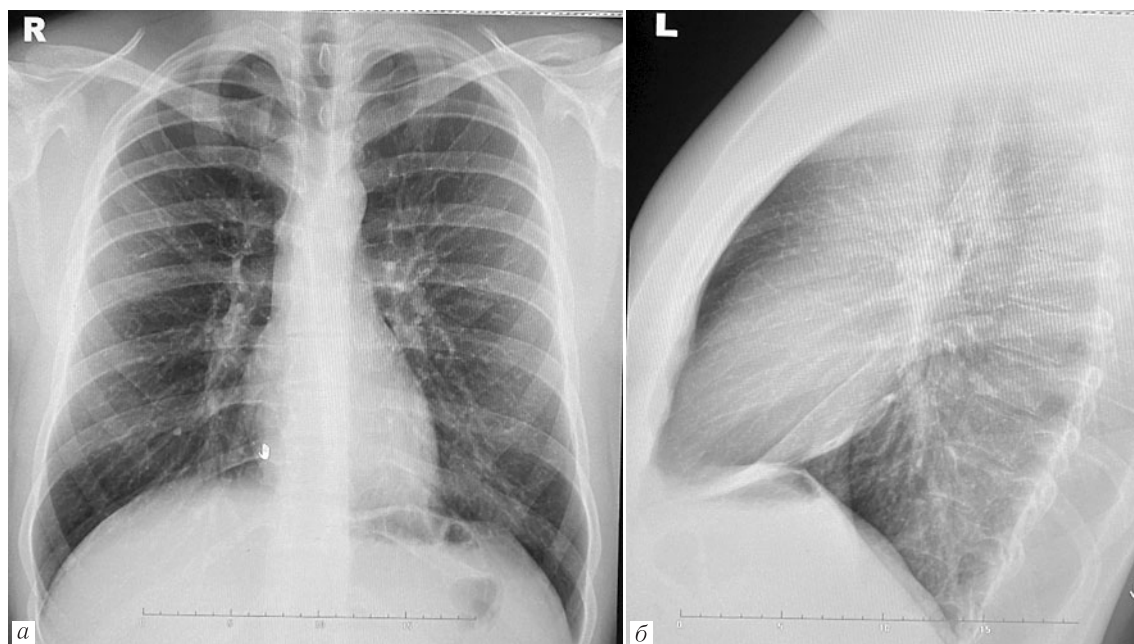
Пациент 10 лет (собственное наблюдение). На контрольных рентгенограммах грудной клетки в прямой (а) и левой боковой (б) проекциях, выполненных на 12-е сутки от начала заболевания, определяется положительная рентгенологическая динамика за счет улучшения пневматизации медиобазальных отделов левого легкого
